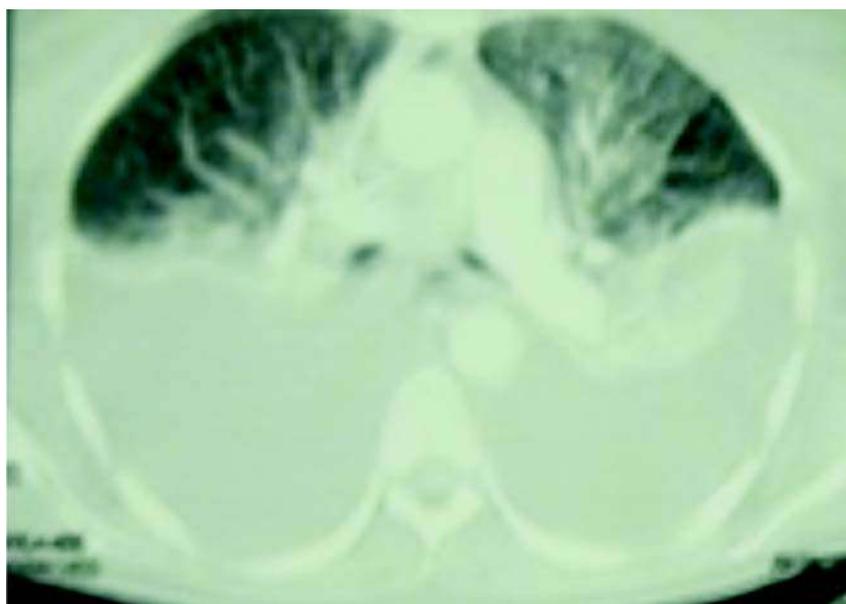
TAC de tórax con derrame pleural bilateral masivo.
